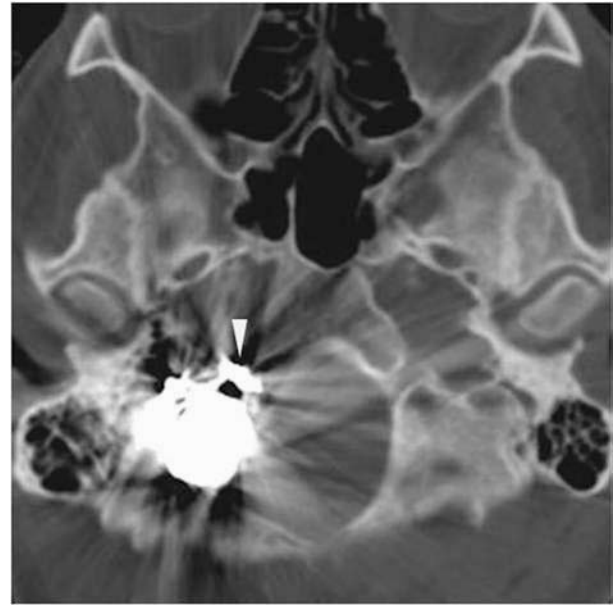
Case 2 : CT scan following embolization demonstrating coil masses within the posterior condylar canal and the hypoglossal canal (arrowhead).
